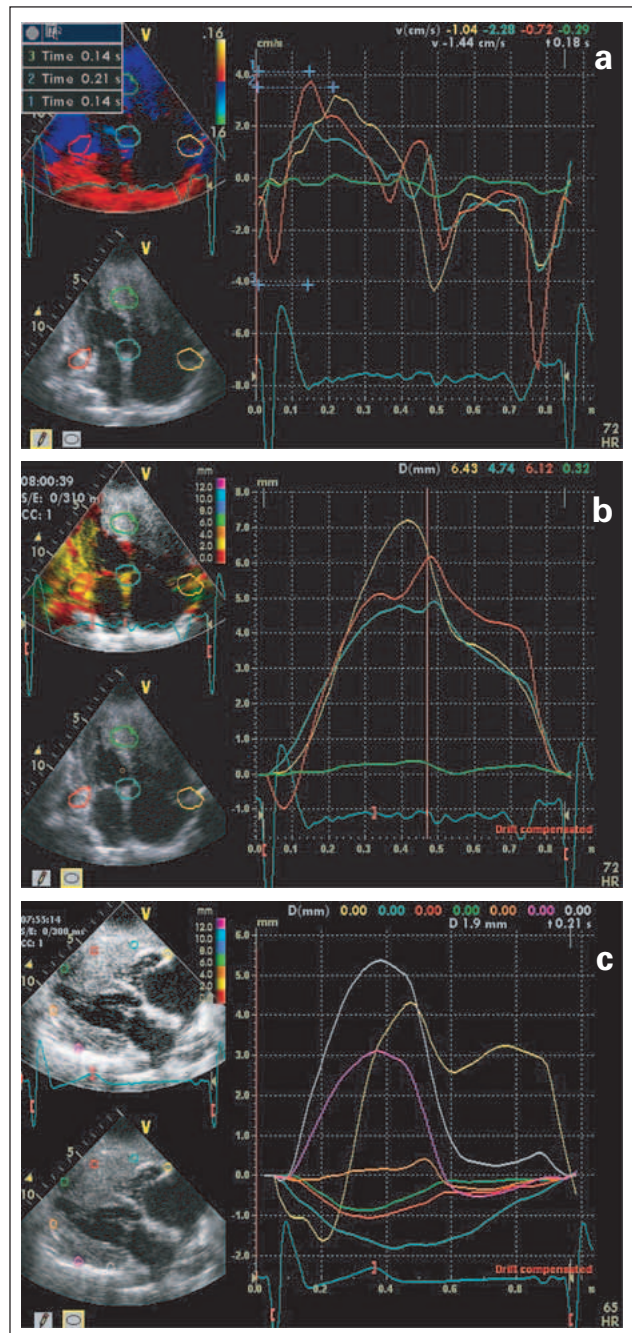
Die Offline-TDI-Analyse zeigt Geschwindigkeiten (a) und Displacement (b) der ausgewählten Myokardregionen. (c): Displacement im PLAX-Anlotung. Das Septum und die infiltrierende Tumormasse bewegen sich nur gering. Die gemessene Zeiten in (a): (1.) Q-S lat., (2.) Q-S sept., (3.) Q-S RV lat., (4.) Dauer von QRS. Aufgrund der Erregungsausbreitungsstörung erreicht das rechte laterale Kammermyokard die maximale Geschwindigkeit, das Displacement etwa um 70 msec. später als das linke laterale Komponent. PLAX: parasternaler Längsschnitt
